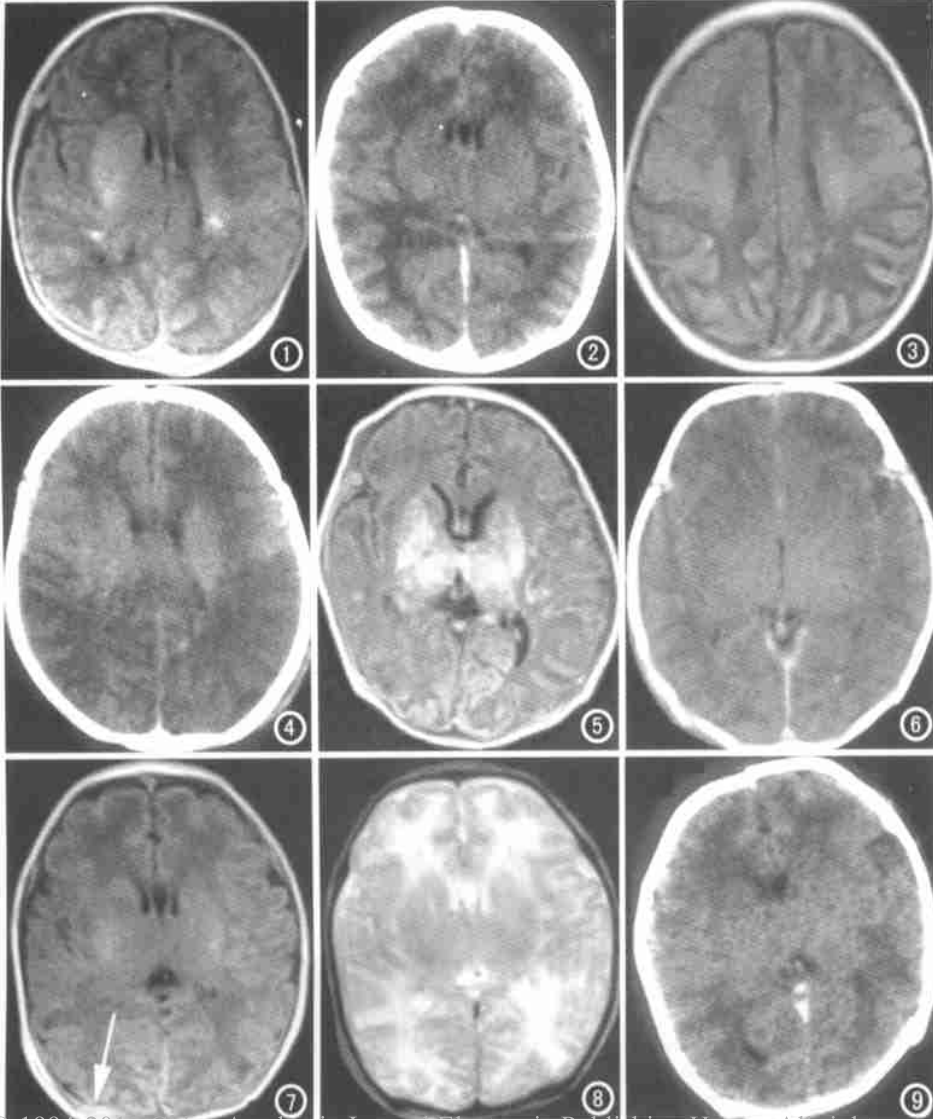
足月儿(孕 39 周), 生后第 5 天, 横断位 T₁WI 双侧室周围及深部脑白质见点状和弯曲条状高信号病灶。图 2 与图 1 同一天相同平面的 CT 像, 未见明显异常征象。图 3 足月儿(孕 41 周), 生后第 7 天, 横断位 T₁WI 双顶叶及左额叶见“脑回征”, 为典型的 HIE 表现。图 4 与图 3 同一天相同平面的 CT 像, 双顶叶及左额叶均见大片状低密度水肿。图 5 足月儿(孕 40 周), 生后第 5 天, 横断位 T₁WI 双基底节及丘脑呈明显高信号, 还见广泛的“脑回征”。图 6 生后第 3 天, 与图 5 相同平面的 CT 像, 仅见蛛网膜下腔出血表现, 双基底节及丘脑区未见明显异常。图 7, 8 足月儿(孕 38 周), 生后第 2 天做 MRI 检查, 双额叶脑水肿, T₁WI 右枕部见薄层硬膜下血肿(箭)。图 9 与图 7, 8 同一天相同平面的 CT 像, 仅见双额叶脑水肿, 右枕部薄层硬膜下血肿漏诊。
